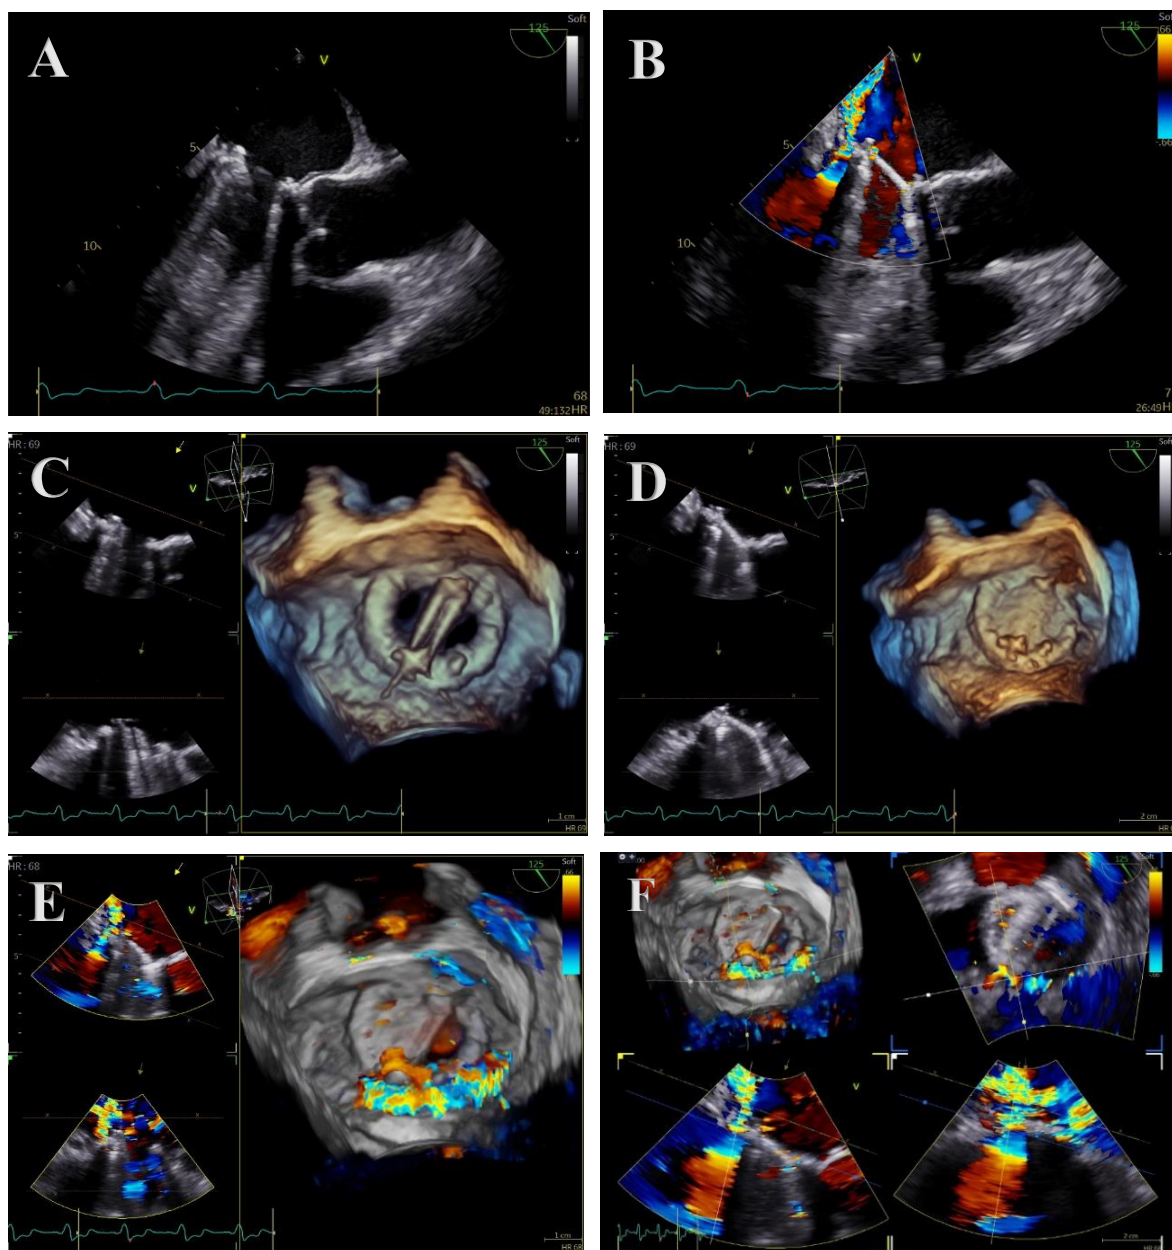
Vista midesofágica eixo longo a 125° com (A) modo 2D (B) Doppler cor na prótese valvular em posição mitral (C e D) vista *en face* com o modo 3D da prótese valvular mecânica em sístole e diástole, respetivamente (E e F) vista *en face* com recurso ao modo 3D e modo Doppler cor em simultâneo.
